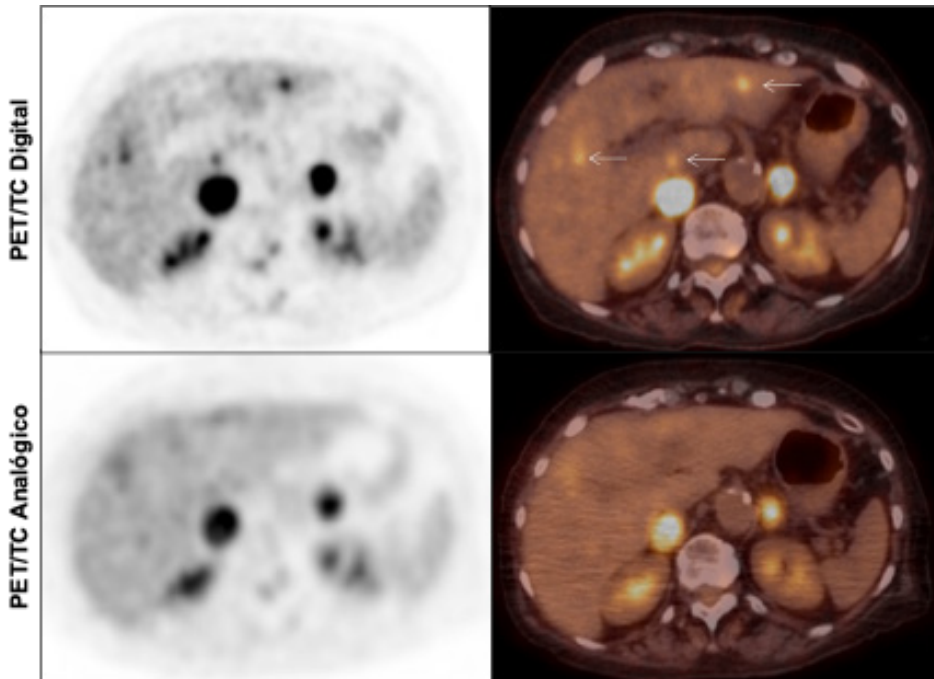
Mujer de 75 años con cáncer de pulmón metastásico. Se realizó un protocolo de imagen dual de un solo día utilizando un sistema PET/TC digital y otro analógico después de administrar una única dosis de 7,2 mCi de $[^{18}\text{F}]$ FDG. La primera adquisición PET/TC se realizó en el sistema analógico a los 60 minutos de la administración endovenosa del radiofármaco, y la segunda se llevó posteriormente en el sistema digital, con un intervalo de tiempo aproximado de 45 minutos entre ambas adquisiciones. Se utilizaron los parámetros de reconstrucción recomendados para cada escáner. Esta imagen demuestra la mayor capacidad de detección del sistema digital en comparación con el sistema analógico, evidenciándose lesiones focales hepáticas, de tamaño inferior a los 10 mm, en los segmentos I, II y V, que no fueron detectadas por el sistema PET/TC analógico.
